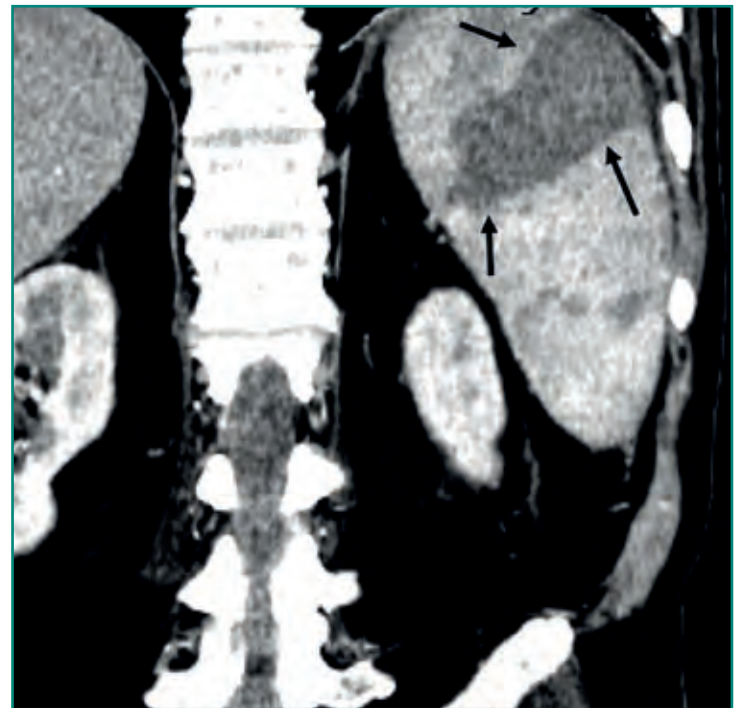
TC abdominal coronal en la que se observa una lesión hipodensa esplénica bien delimitada con morfología triangular y vértice apuntando al hilio compatible con un infarto.
